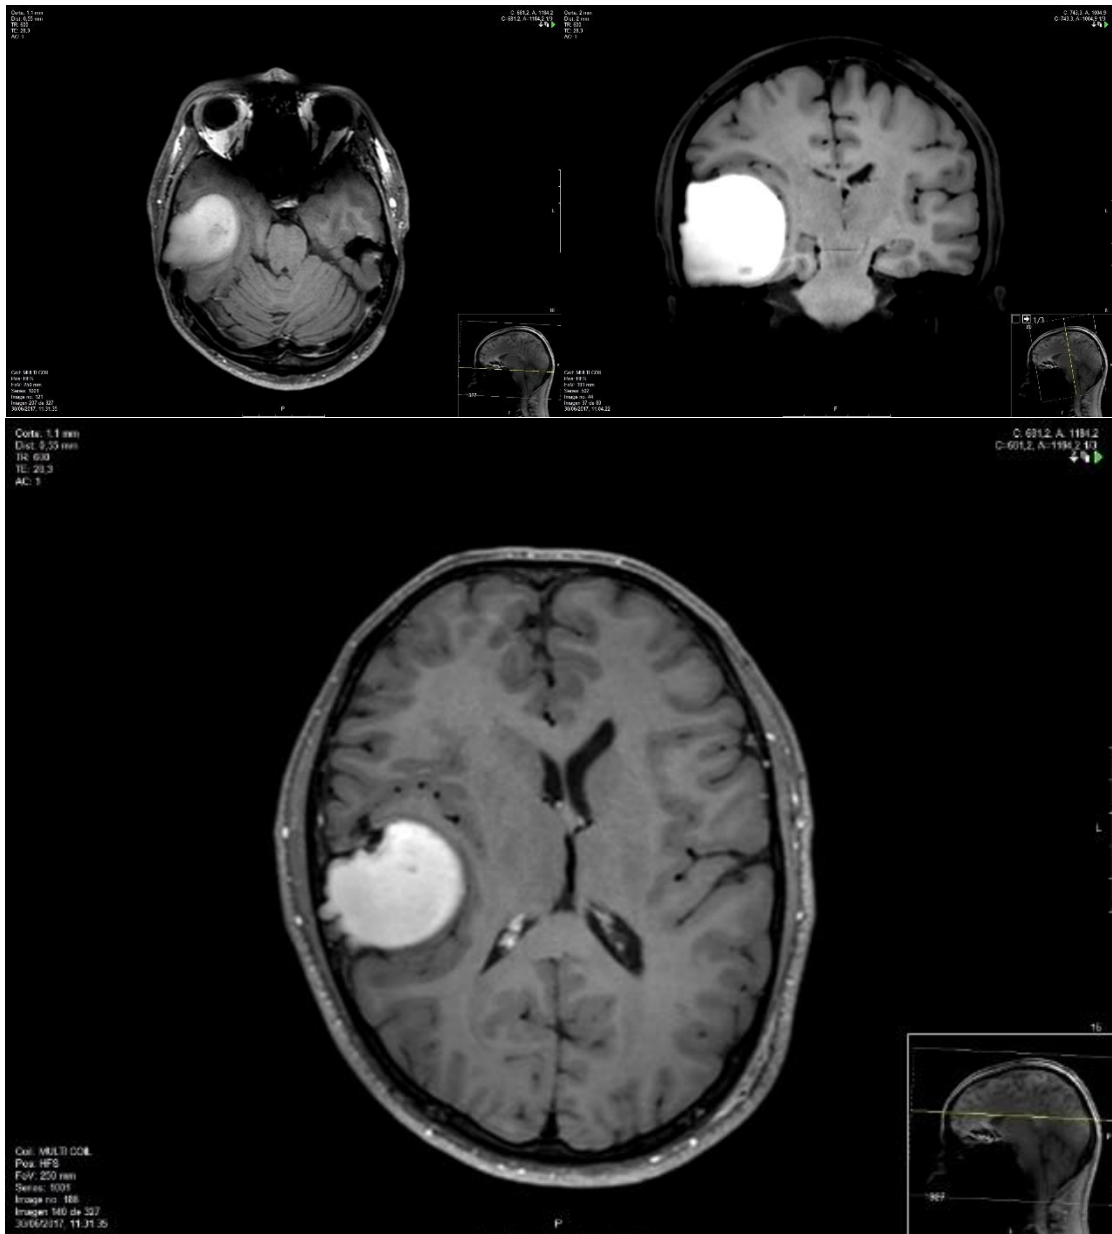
Vemos dos cortes axiales y uno coronal, de resonancia magnética en T1, en la que a nivel de la convexidad temporal hemisférica derecha, se aprecia una gran lesión expansiva, de localización extraaxial y contornos bien definidos, generando un gran efecto masa sobre el parénquima cerebral adyacente, así como adelgazamiento del hueso temporal con afectación fundamentalmente de la tabla interna. Vemos que la tumoración presenta intensidad homogénea en su totalidad, y se manifiesta de forma hiperintensa.
